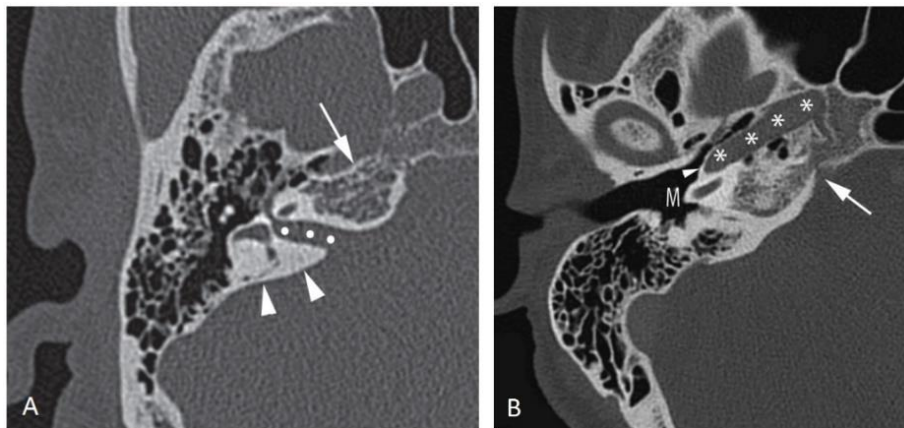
Imágenes por tomografía computada en alta resolución del ápex petroso y sus referencias anatómicas relevantes. (A) Subdivisión del ápex petroso en sus porciones anterior (flecha) y posterior (puntas de flecha) tomando como referencia al conducto auditivo interno marcado con puntos blancos. (B) Relación que guarda el ápex petroso con el canal de la arteria carótida interna (asteriscos), la cual está separada del oído medio (M) por una lámina delgada (punta de flecha). (20)
